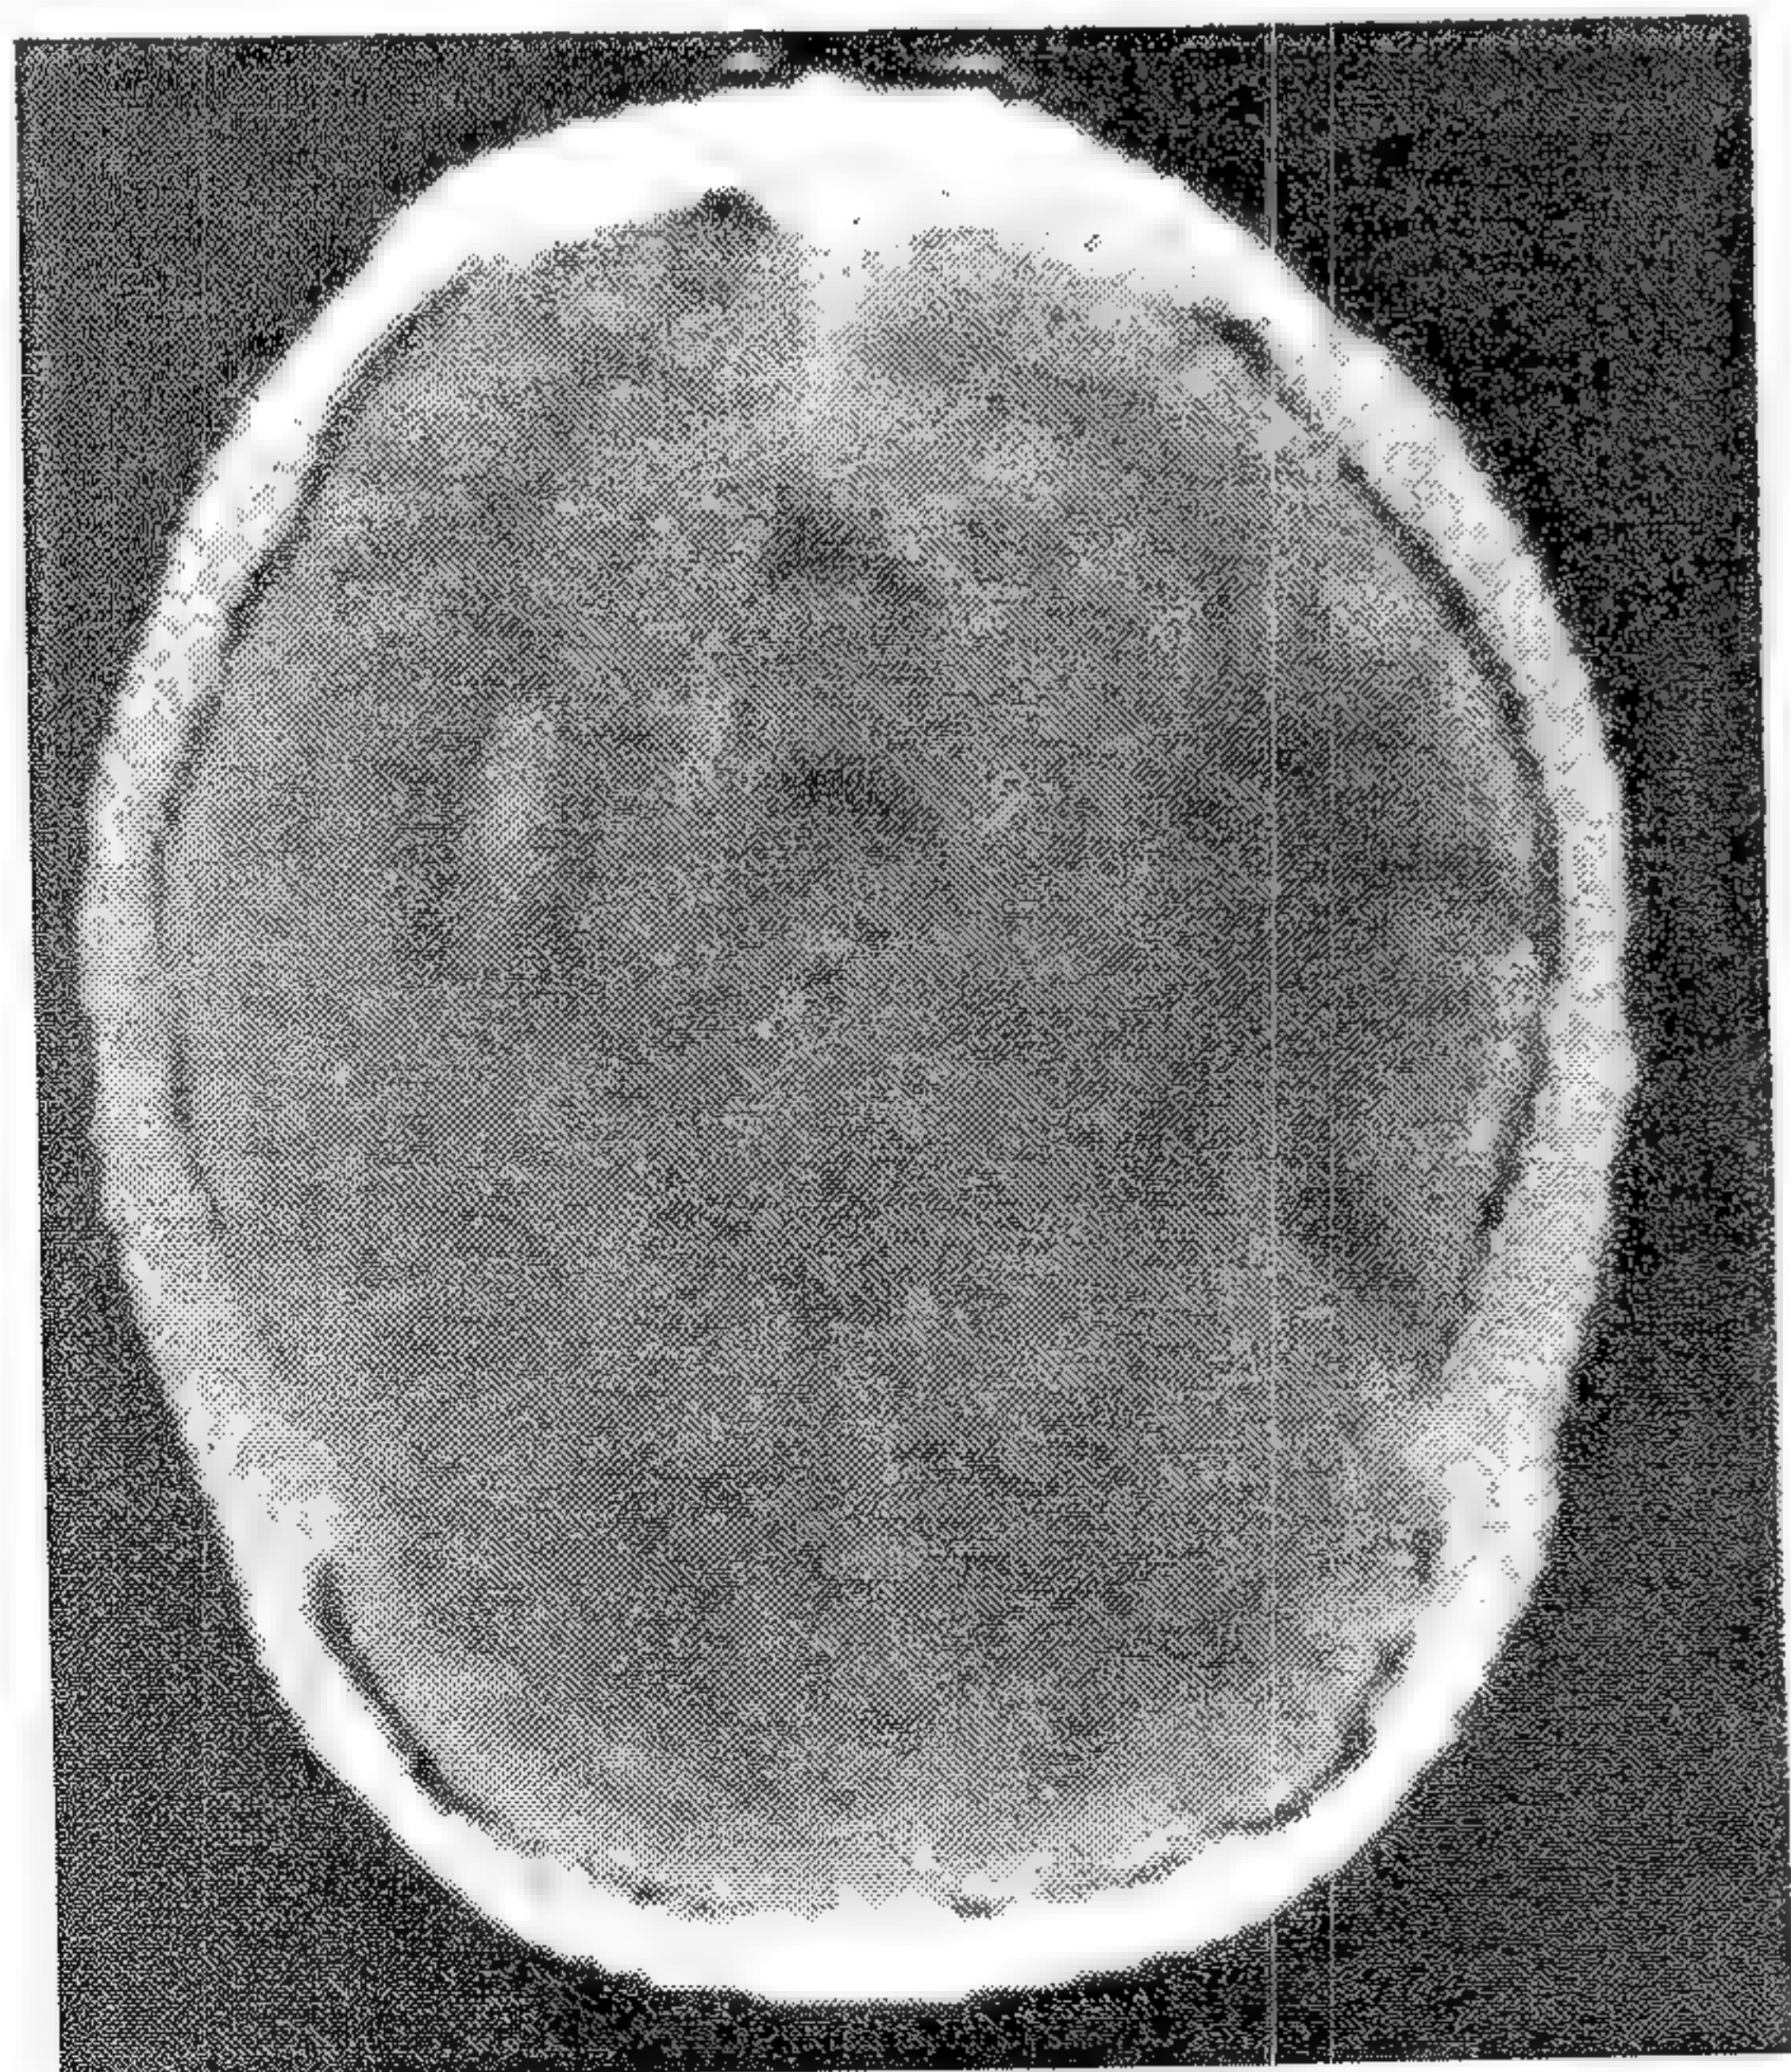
Imagine CT care ilustrează o arie de hipodensitate în emisfera stângă datorată radionecrozei după radioterapia practică pentru o tumoră de glandă parotidă. Pacientul avea epilepsie de lob temporal.
